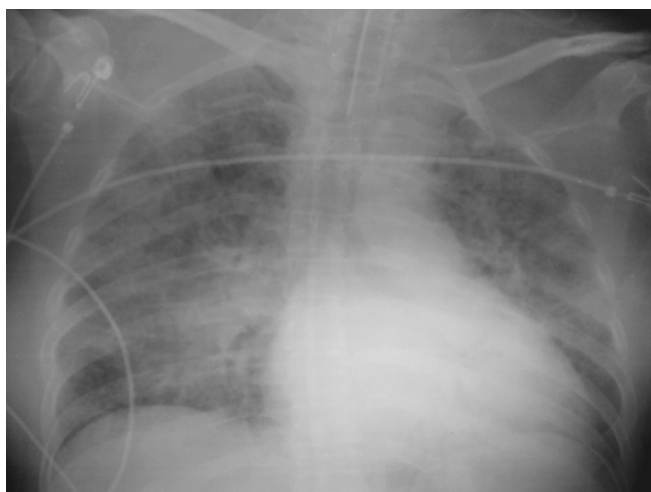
Radiografía de tórax. Infiltrado alveolar e intersticial difuso bilateral al día 2 de hospitalización.
